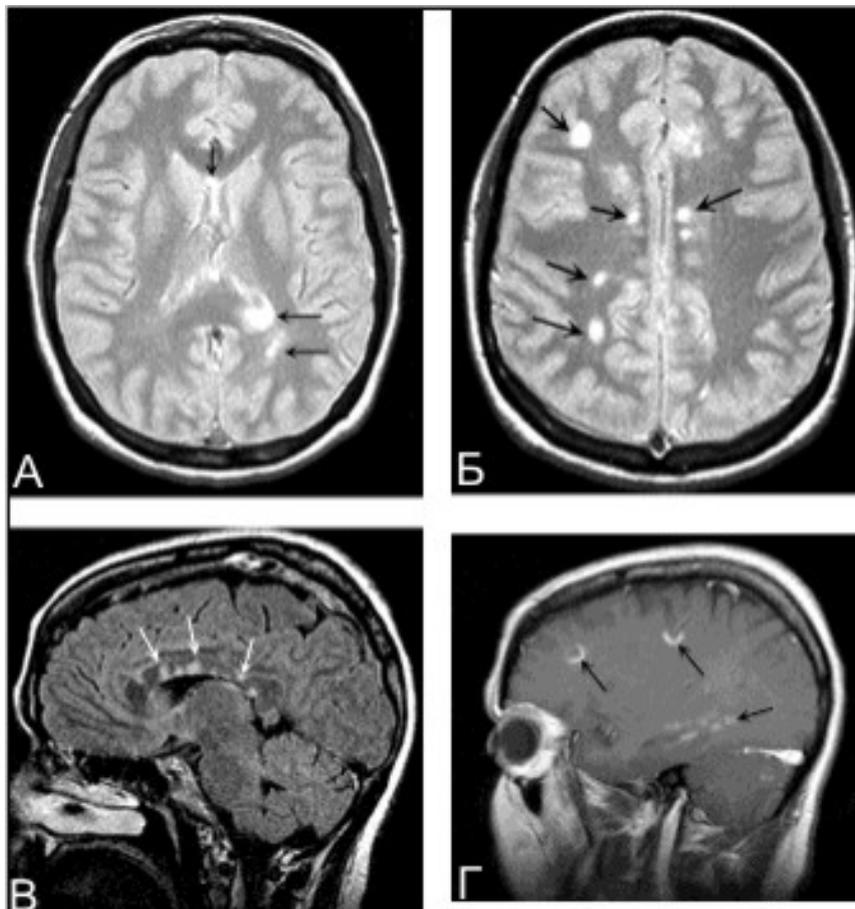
МРТ при рассеянном склерозе
